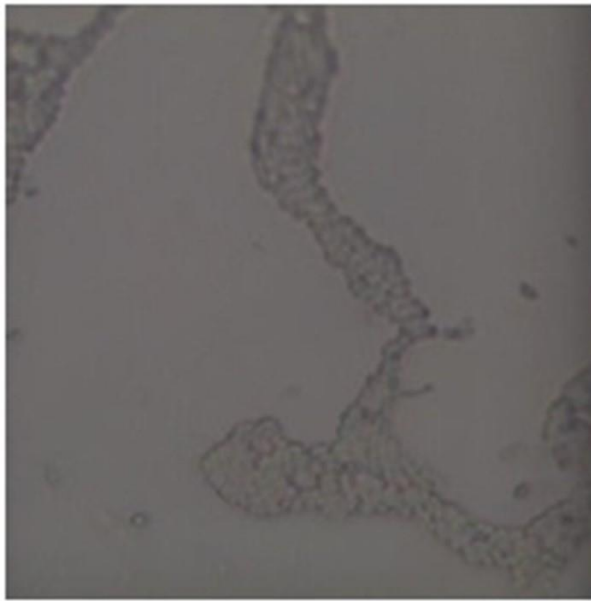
Analisi morfologica dei campioni in PET-G immersi nell'argento colloidale (A-B) e in una soluzione di saliva artificiale e caffè (C-D). Oltre le strutture usuali, sono presenti strutture ampie e fibrose non fluorescenti simili a fibre di cotone.
